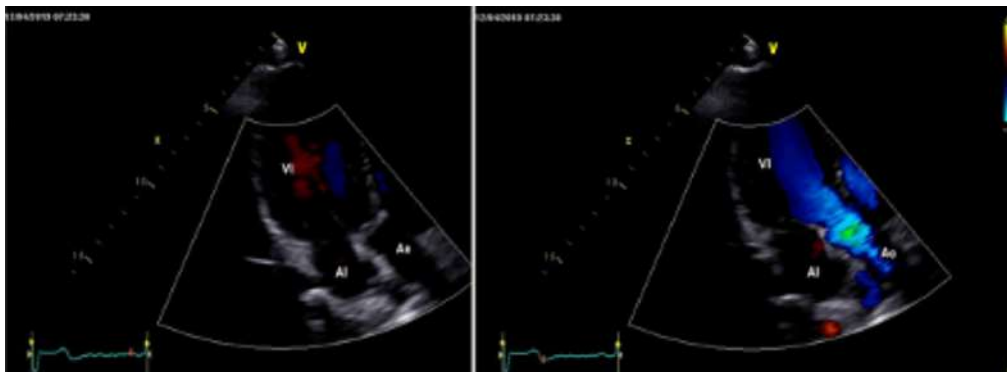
Ventana Apical eje largo, se usó Doppler facilita valorar la emergencia de la aorta.
